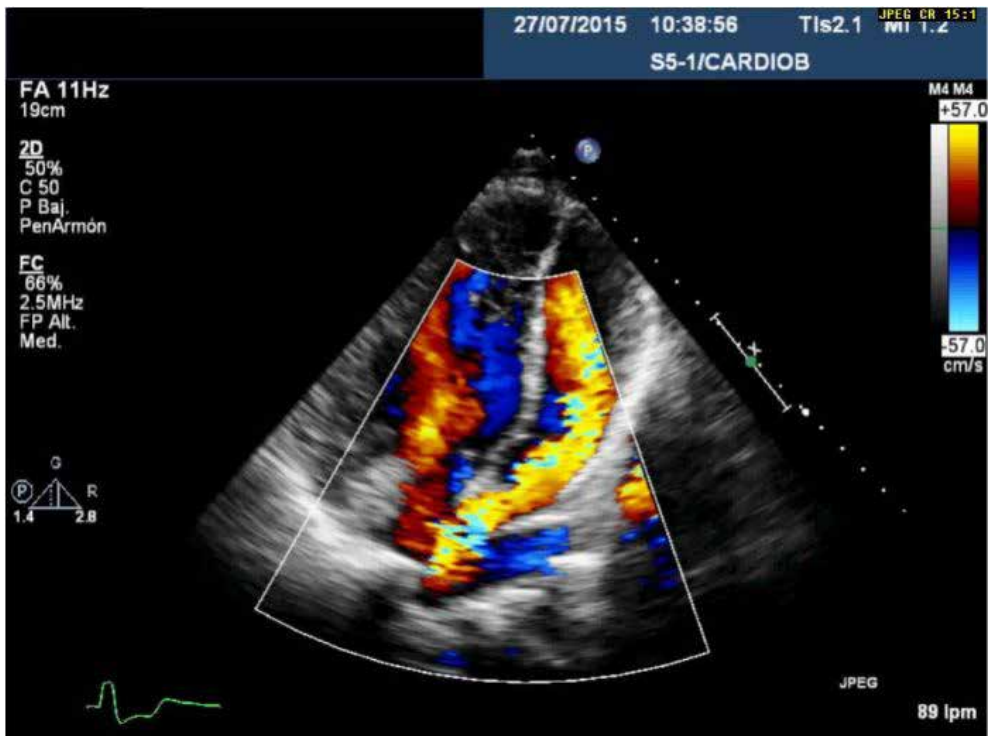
Ecodoppler con flujo de AD a VI y AI a VD.
